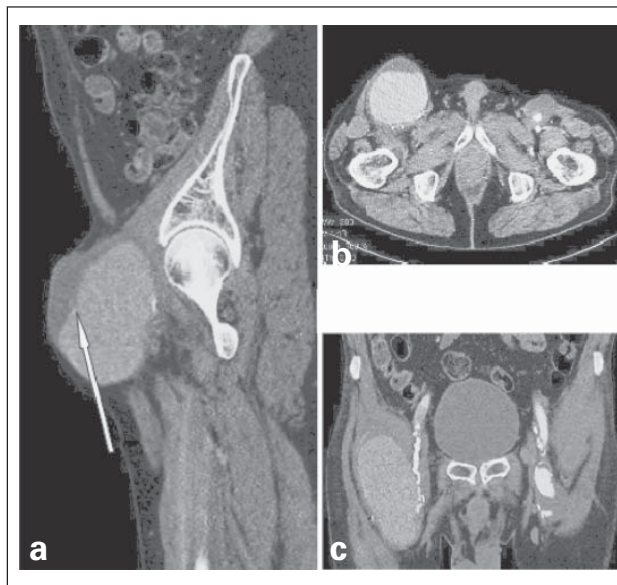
Kontrastmittel verstärkte CT-Angiographie. (a): Monströses Nahtaneurysma rechts (sagittale Ebene, Thrombus siehe Pfeil); (b): bilaterales, teilthrombosiertes Nahtaneurysma (transversale Schnittebene); (c): bilaterales, teilthrombosiertes Nahtaneurysma (koronare Ebene).
